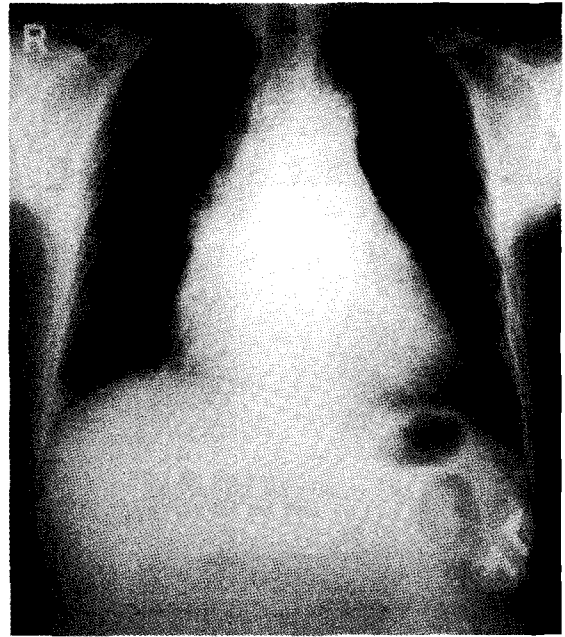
Chest X-ray shows newly implanted epicardial permanent pacemaker system whose generator was used previously on right subclavian area.
